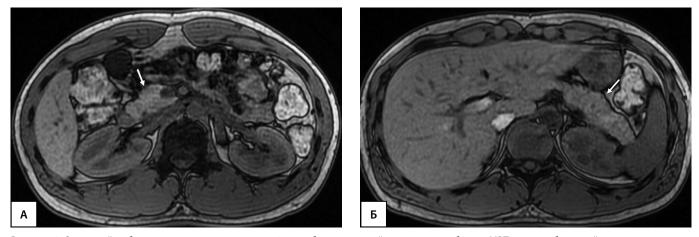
Здоровый доброволец из группы контроля, 25 лет, без нарушений углеводного обмена. МРТ органов брюшной полости на уровне головки поджелудочной железы (A) и на уровне тела и хвоста (Б) (поджелудочная железа показана стрелками). А и Б — Т1-ВИ, аксиальная плоскость. ОПЖ=57,3 мл; ОПЖ/ИМТ=57,3/24,3=2,36 мл/(кг/м²); ОПЖ/ППТ=57,3/1,98=28,93 мл/м².
